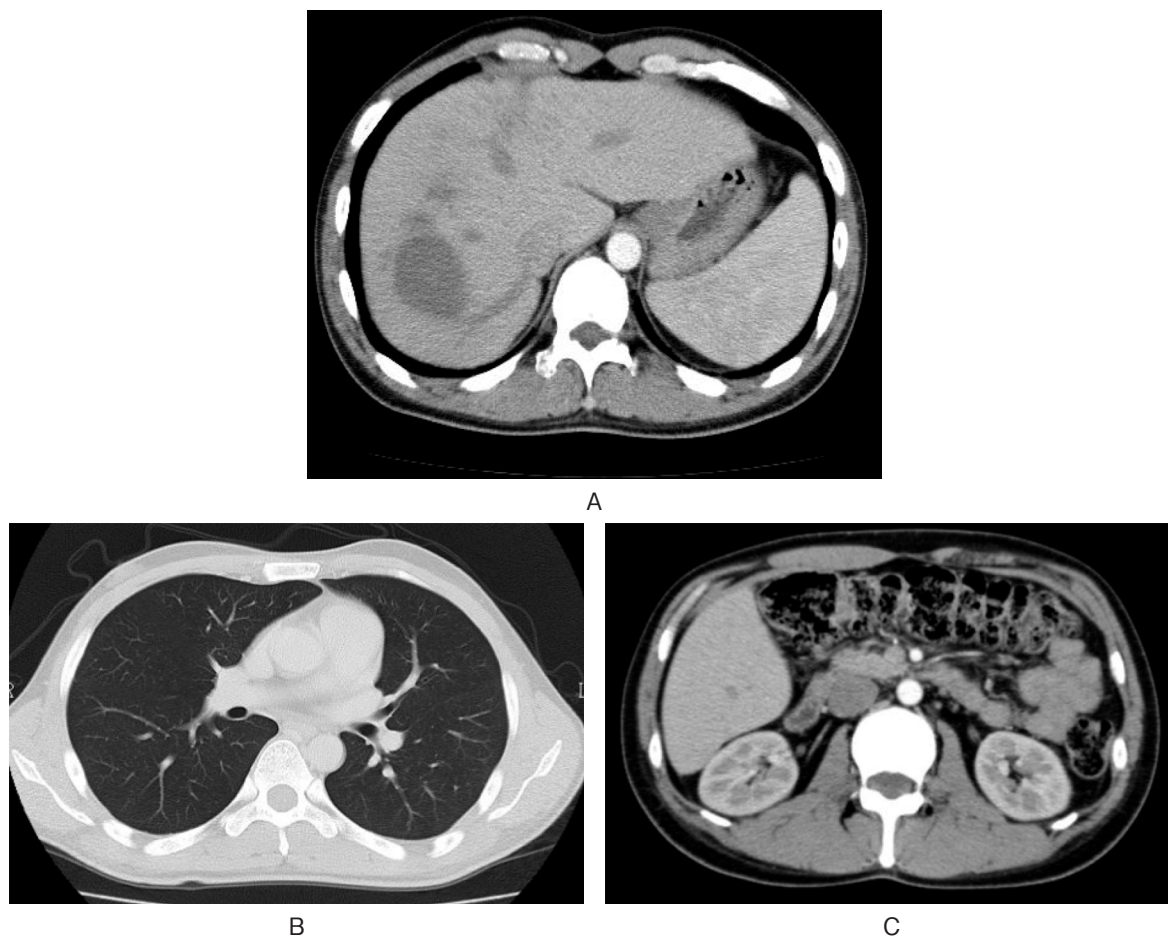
Post-chemotherapy CT revealed reduction in size of the liver tumors (A), the lung tumors and para-aortic lymph nodes disappeared (B, C).
